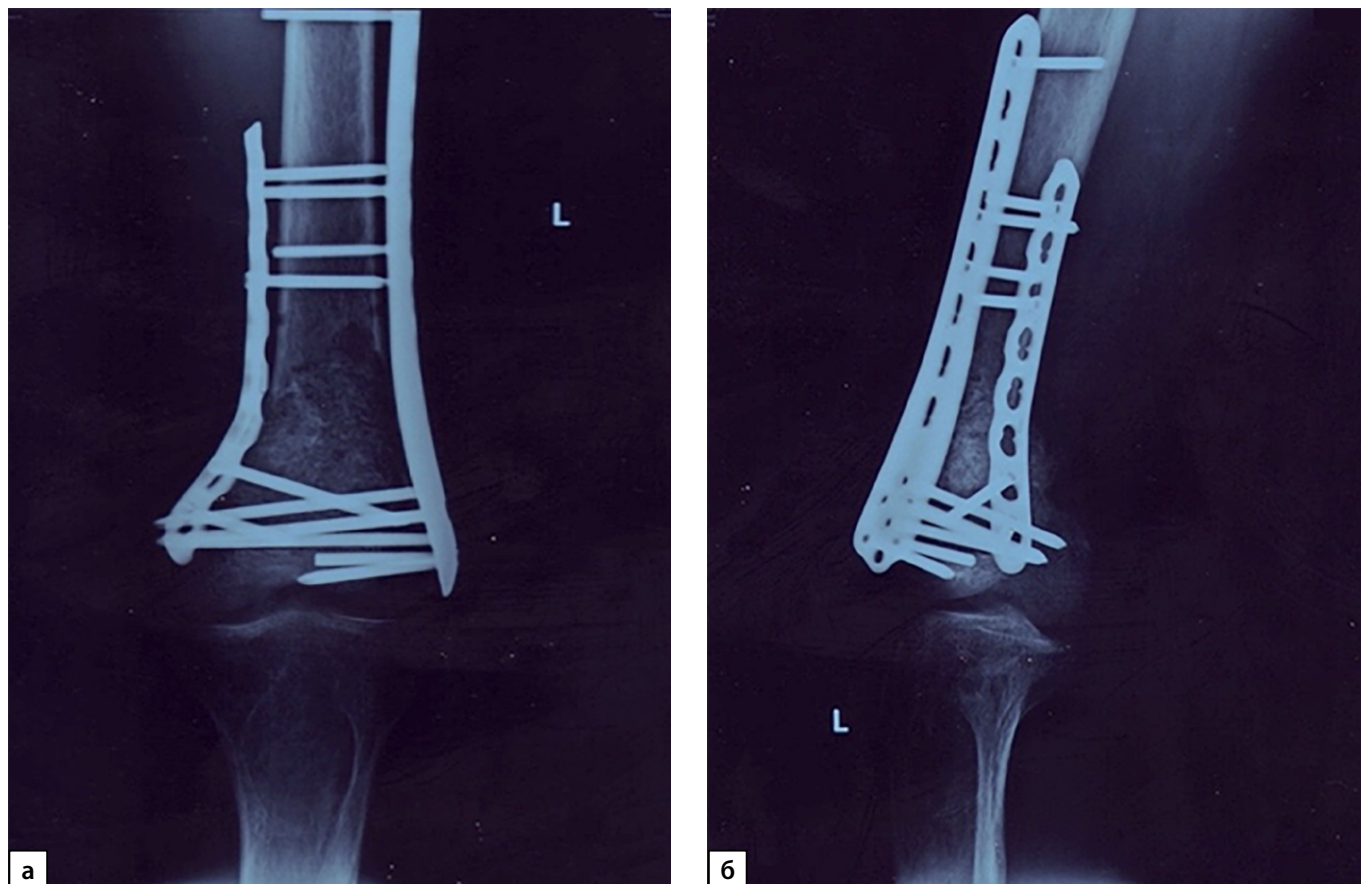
Рентгенография левого коленного сустава, 2021 г. (в прямой (а) и боковой проекциях (б)): состояние после оперативного лечения — остеосинтеза бедренной кости в нижней трети, аллопластики дефекта.
